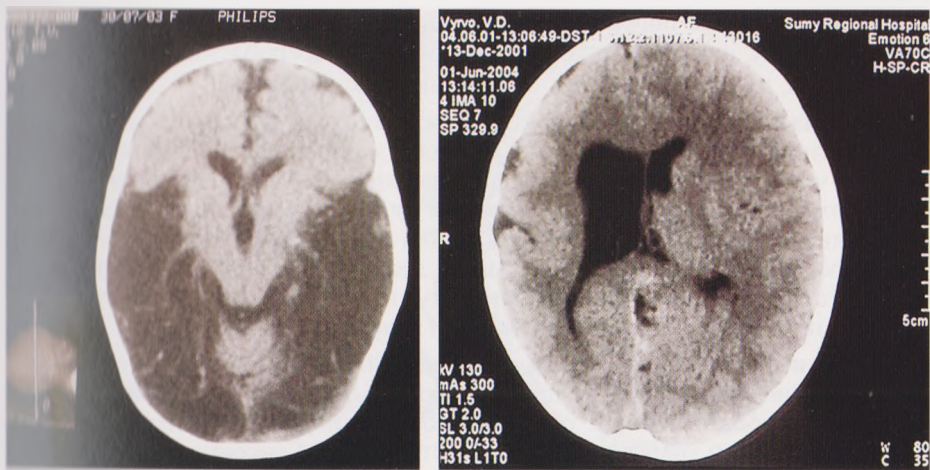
Вроджена гідроцефалія мозку. За даними МРТ
